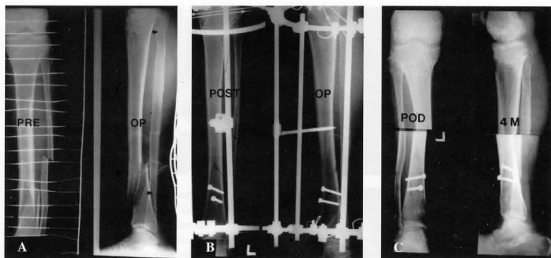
(A) Preoperative AP and lateral radiographs of 58-year-old man with a segmental tibia fracture. (B) Immediate postoperative AP and lateral radiographs with hybrid external fixator(olive pin, lag screws and AnyFix[®]). (C) 4 months after operation, the frame was removed with an excellent result.
